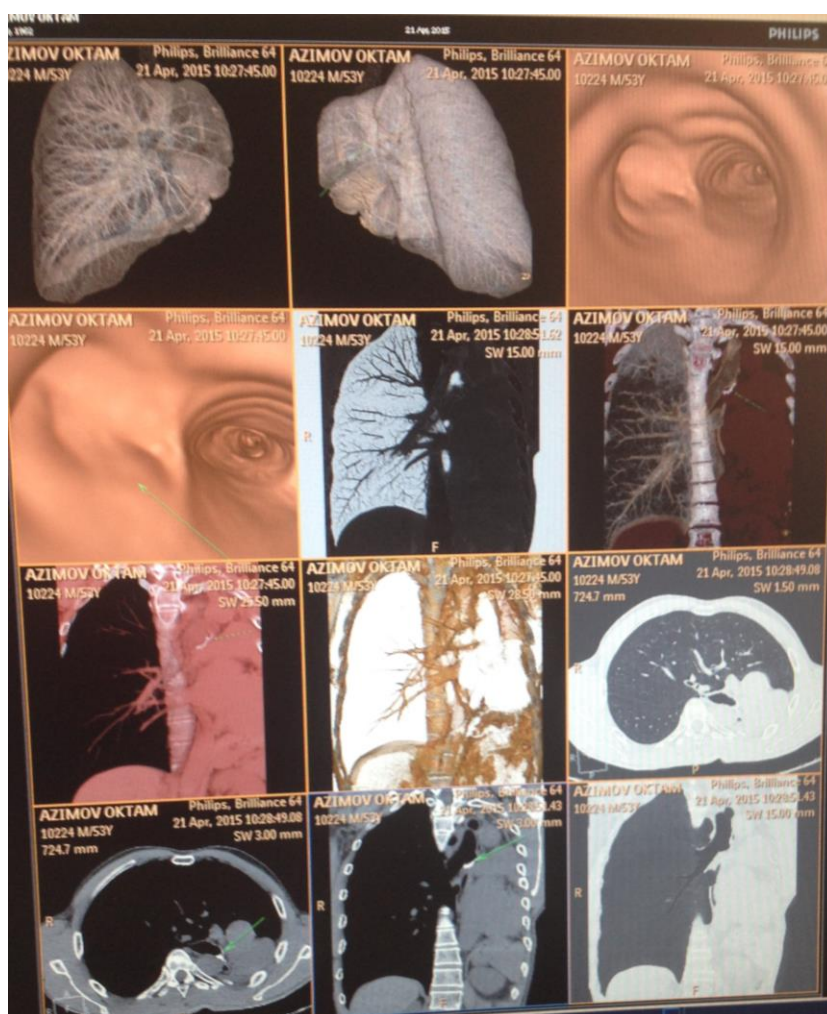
Мультиспиральная компьютерная томография легких в динамике пациента А. – 57 лет с диагнозом центральный рак левого легкого Т3N1M0, III St. через 120 мес. (10 лет), без рецидива и метастазов.
